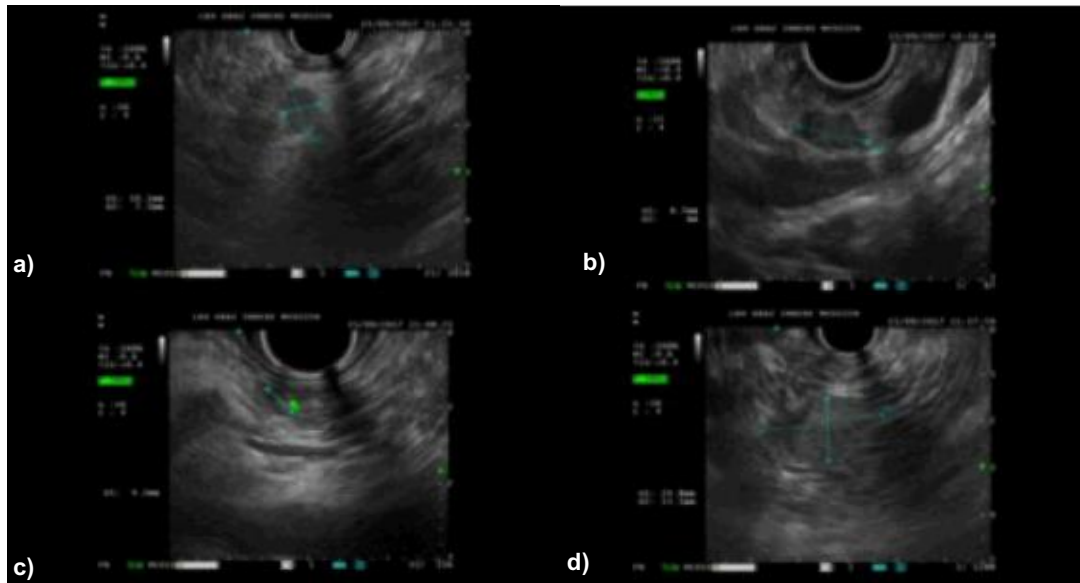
Endosonographie Patient 1
